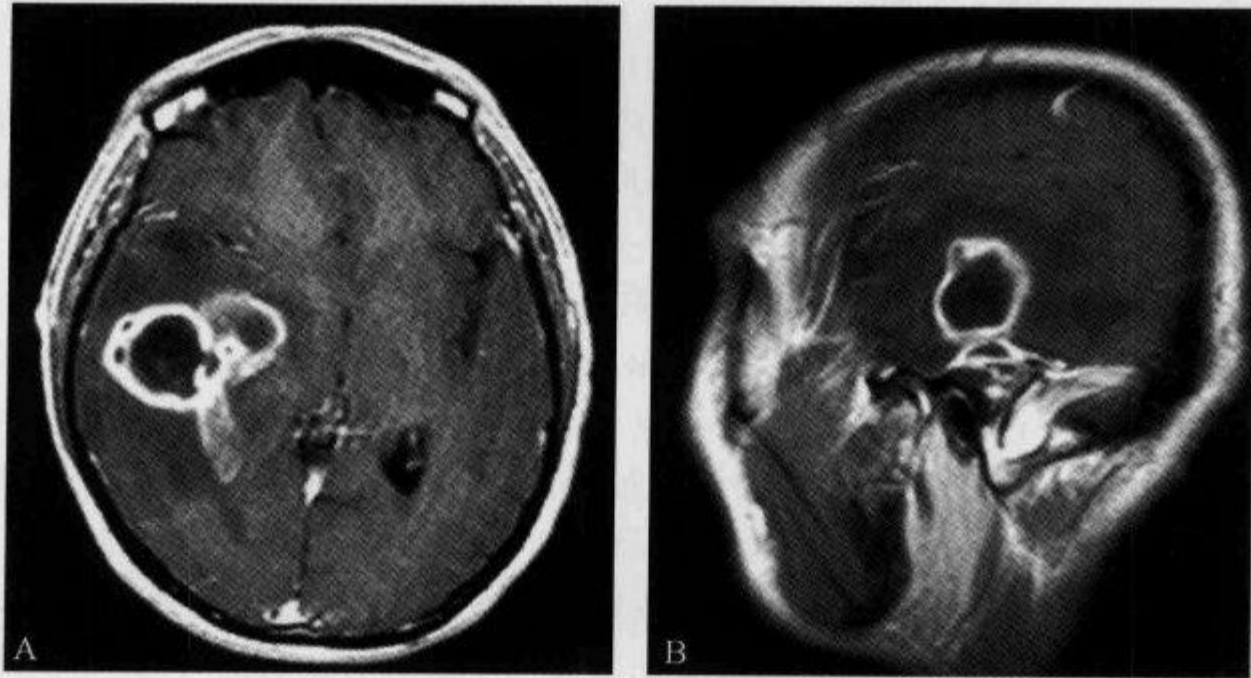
MRI 横轴位和矢状位增强扫描示“窦道征”
